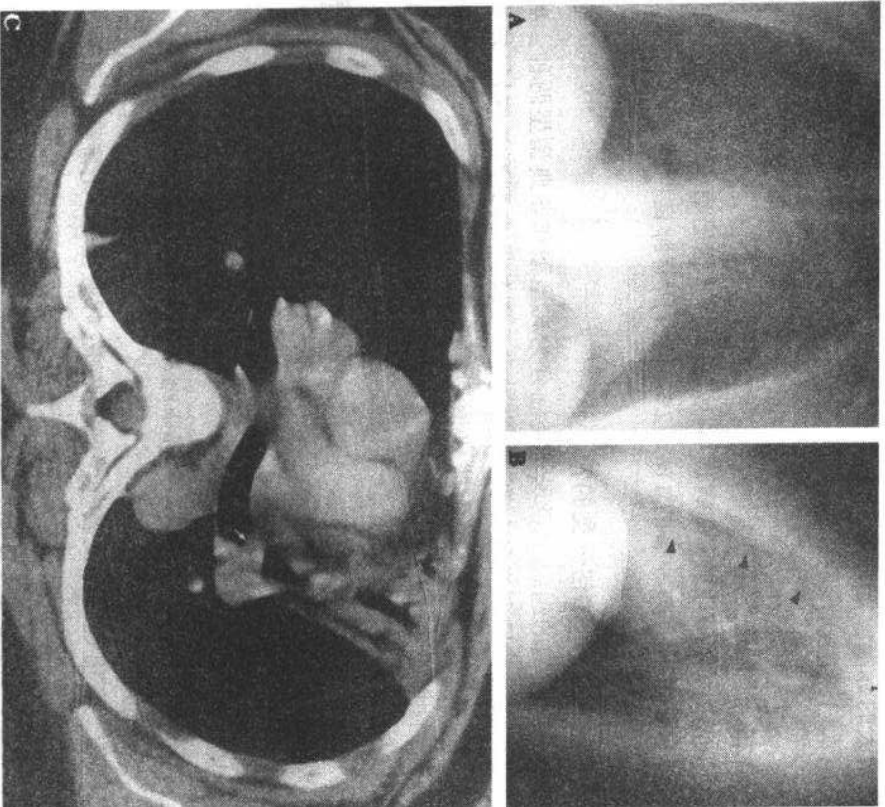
正位胸片(A)示左上肺叶弥漫阴影,致心脏左边界模糊不清。侧位片(B)示斜裂向前移位(箭头所示)符合左上肺叶不张表现。薄层CT扫描(C)示左上叶支气管软组织结节(箭示),空气支气管影提示早期或非完全性支气管阻塞,手术证实为类癌
